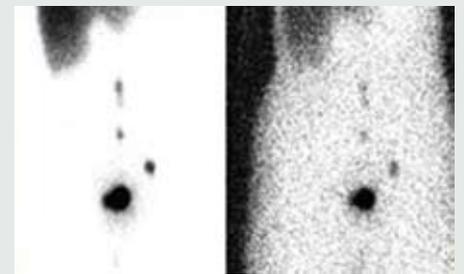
Lymphoscintigraphie: détection pré-opératoire
